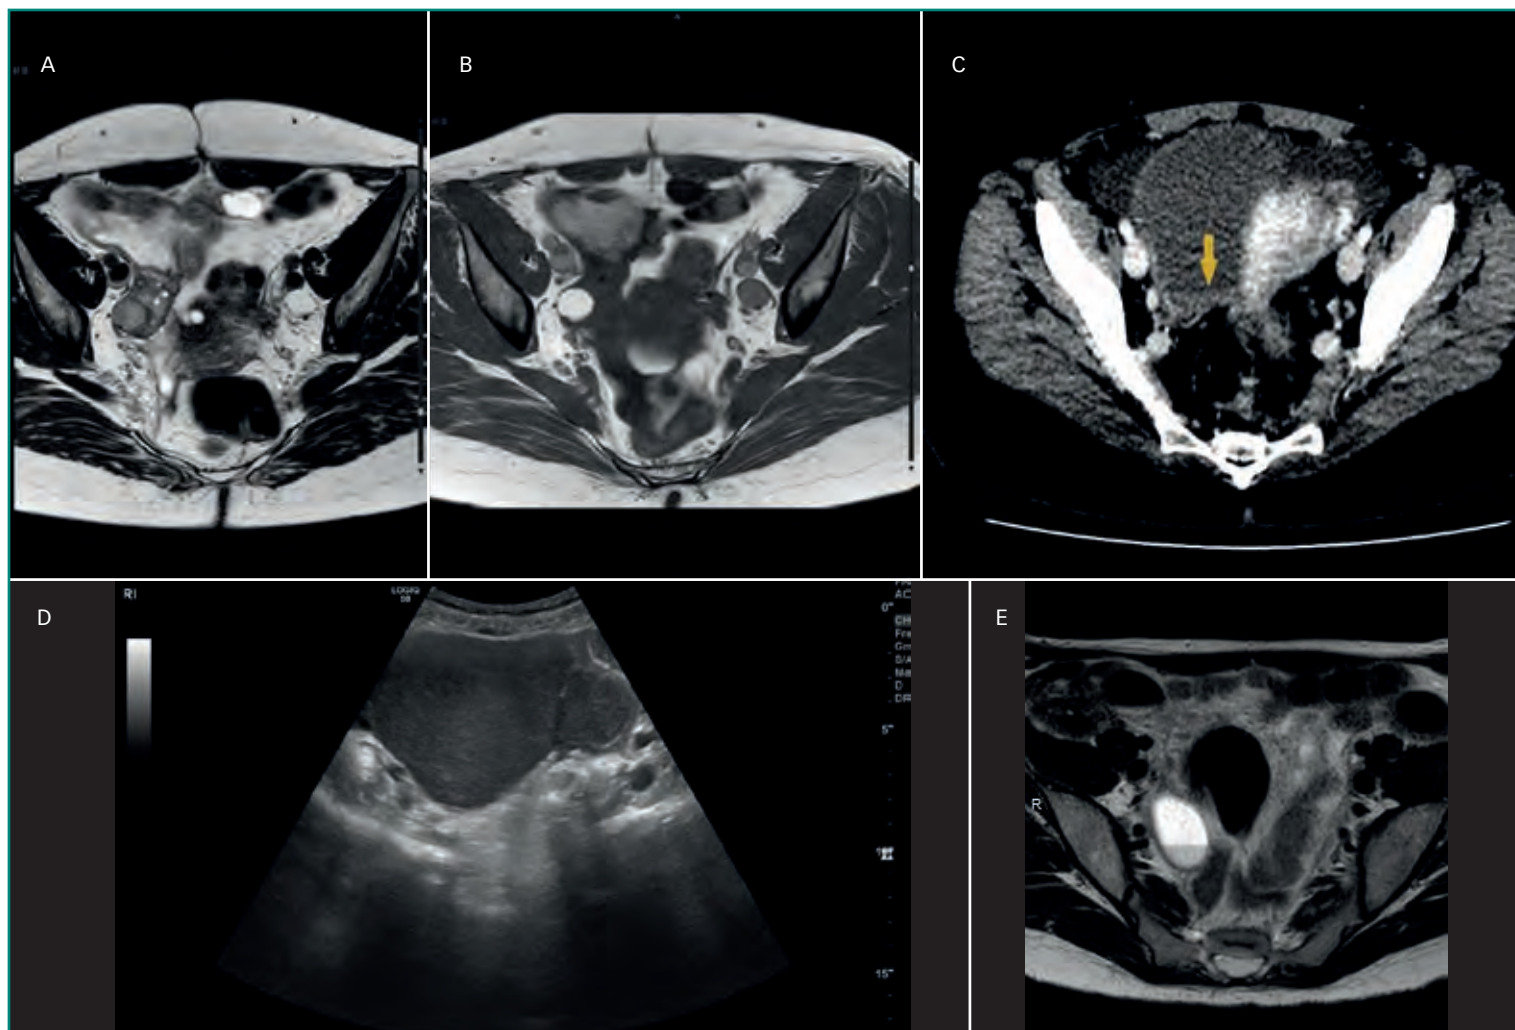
Endometriomas. Secuencias T2 y T1 de RM en las que se observa endometrioma ovárico derecho, isointenso en T2 (A) e hiperintenso en T1 (B), debido al contenido hemático. Imagen axial de TC que muestra un gran endometrioma con nivel hemático en su interior (C). Ecografía de la misma paciente en la que se objetiva una lesión quística con contenido ecogénico (D). Nivel líquido-sangre visto en secuencia T2 de RM (E).
